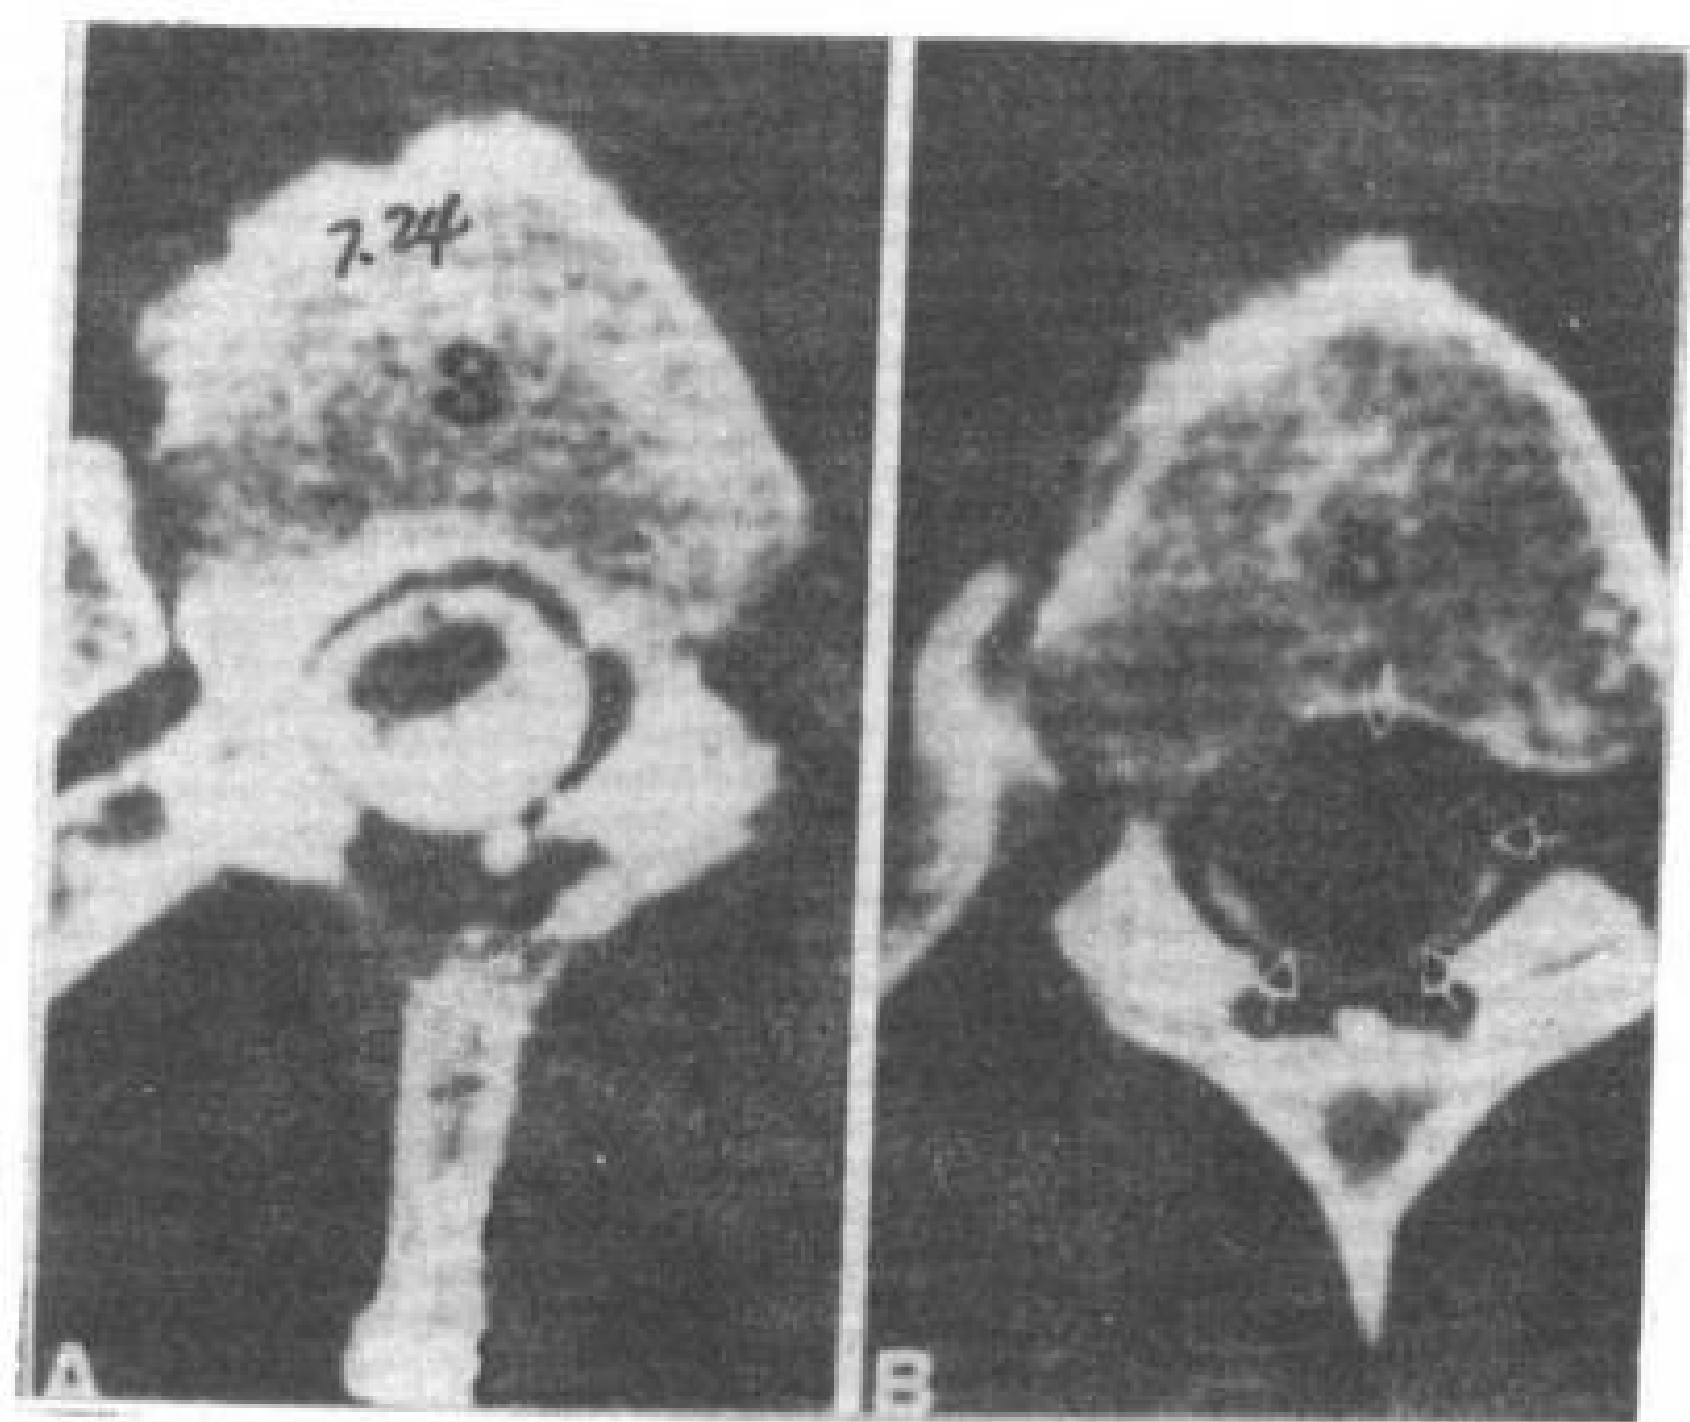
胸段髓内外脂肪瘤,增强 CT 扫描
